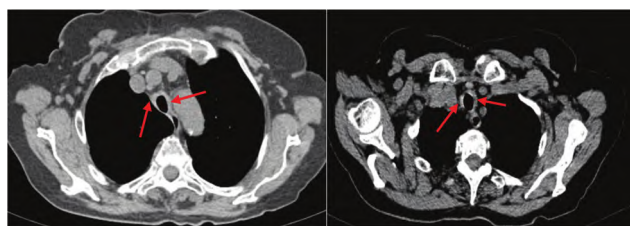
胸部 CT 示气管前侧壁弥漫增厚, 后膜未受累
